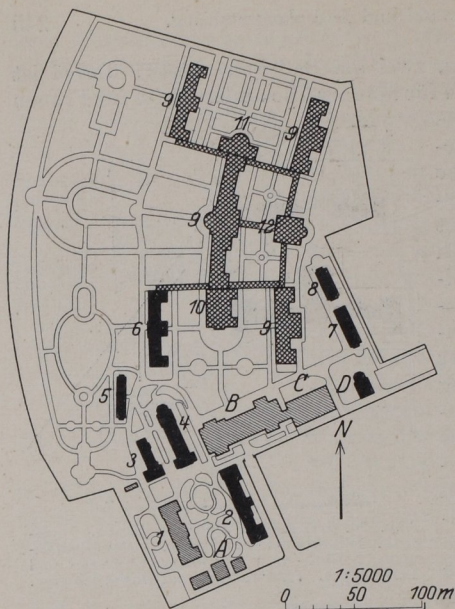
Stuttgart-Kannstatt, städt. Krankenhaus für 250, später 800 Betten. 1 Verwaltungsgebäude. 2 bis 9 Bettenhäuser. 10 Badehaus. 11 Operationshaus. 12 Röntgenhaus. A Wohnhäuser. B Koch- und Waschwäuser. C Kesselhaus. D Leichenhalle.
